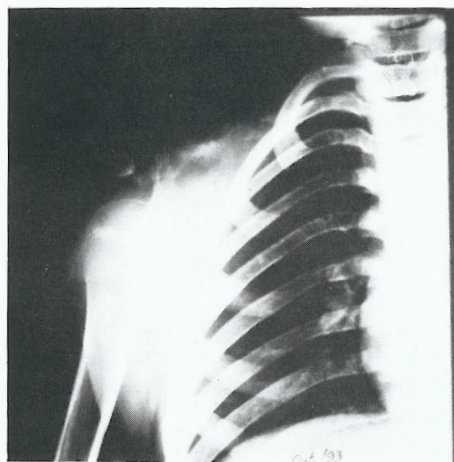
Radiografia do ombro direito, evidenciando as lesões descritas.
